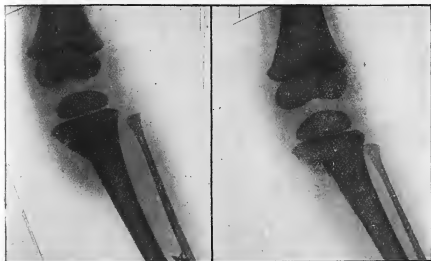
Radiographie d'une malade ayant présenté une gomme de la face interne du tibia. La lésion avait provoqué par irritation du cartilage conjugale interne une croissance exagérée de ce côté d'où genu valgum. Les radiographies ont été prises une fois la lésion cicatrisée avant et après le redressement par appareillage.
